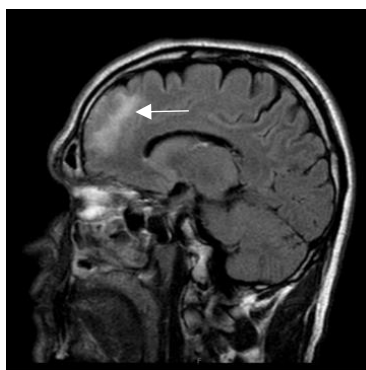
Осложнения ХВЧС смешанного генеза. МРТ пациента Ч. (1971 г.р.), сагиттальный срез. Диагноз: Левосторонний верхнечелюстной синусит, осложненный флегмоной орбиты и абсцессом лобной доли мозга (стрелка); хр. апикальный периодонтит со свищом в полость ВЧП
